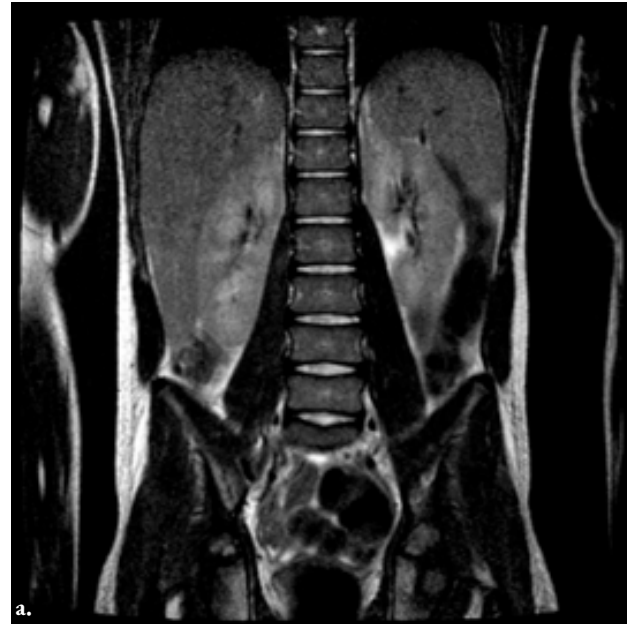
Resonancia magnética de columna lumbosacra con contraste. a) Corte coronal: Imagen en T2: rectificación de columna lumbar, b) Corte sagital: Imagen en T1, sin alteración.
